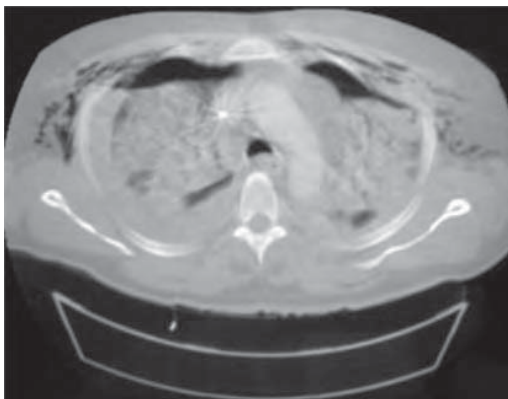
/14.- TAC de tórax. Contusión pulmonar bilateral. Neumotórax bilateral.
